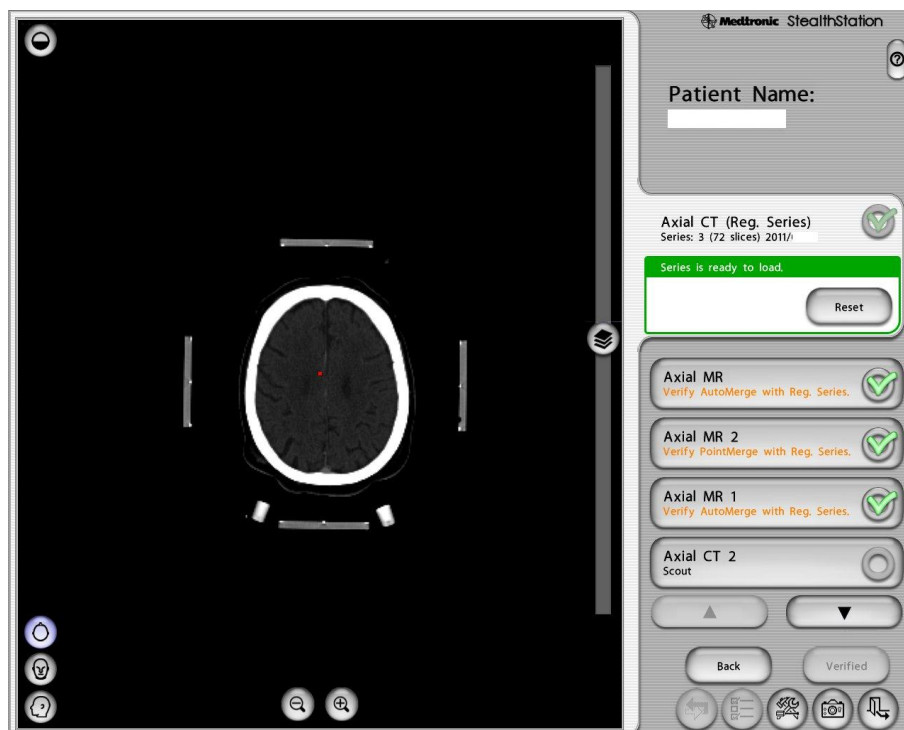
CT-Aufnahme mit stereotaktischem Rahmen
